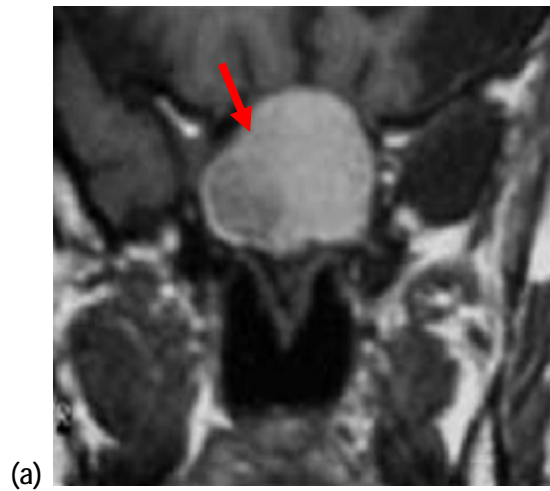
coupe coronale d'IRM montrant un comblement total du sinus sphénoïdal en hypersignal T1 (a) hétérogène (flèche rouge)et une double composante T2 (b):composante arrondie en hyposignal latéralisée à droite(flèche jaune), le reste du comblement en hétérosignal (flèche bleue)dans le cadre d'une balle fongique. [92]
